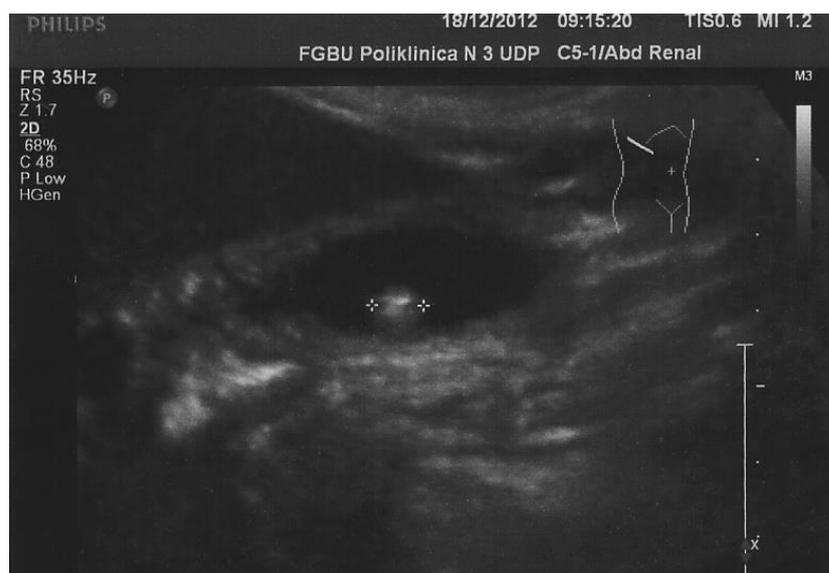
УЗИ желчного пузыря, БС 3 типа
